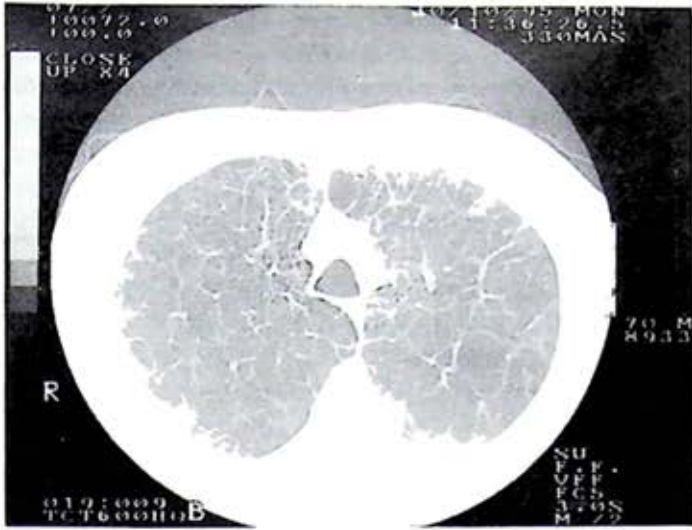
Tomografía axial computada de alta resolución de tórax, en la que existen múltiples bulas que ocupan la mayor parte del parénquima pulmonar.
